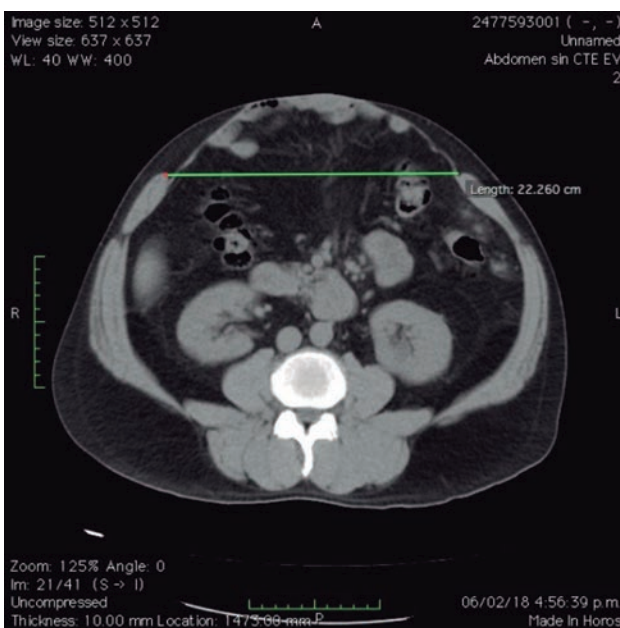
TAC abdomino-pélvico, corte axial.
